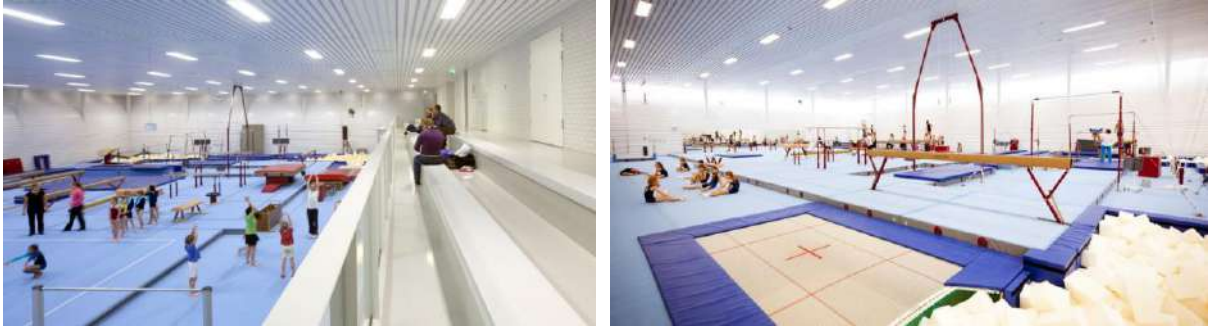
Espaço do CT / Fonte: Archdaily
